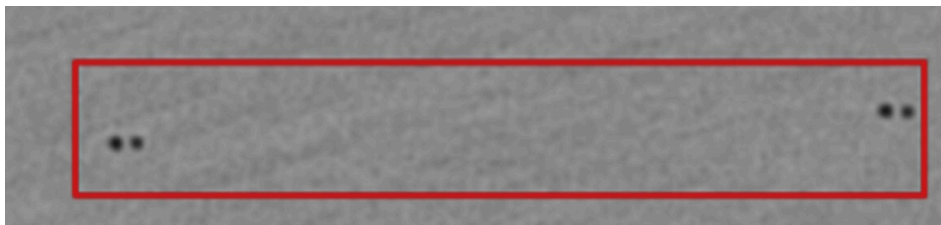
Radiographische Darstellung Absorb-Stent
